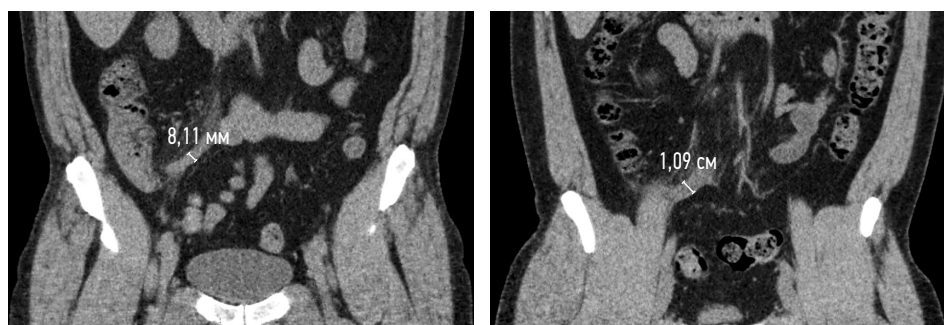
КТ-изображения двух пациентов с острым аппендицитом во фронтальной плоскости в нативную фазу с указанием диаметров аппендикулярных отростков
